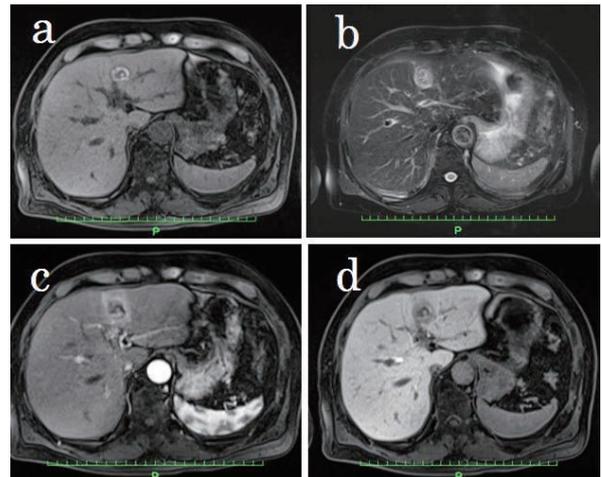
EOB-MRI画像 a：T1強調画像 b：T2強調画像
